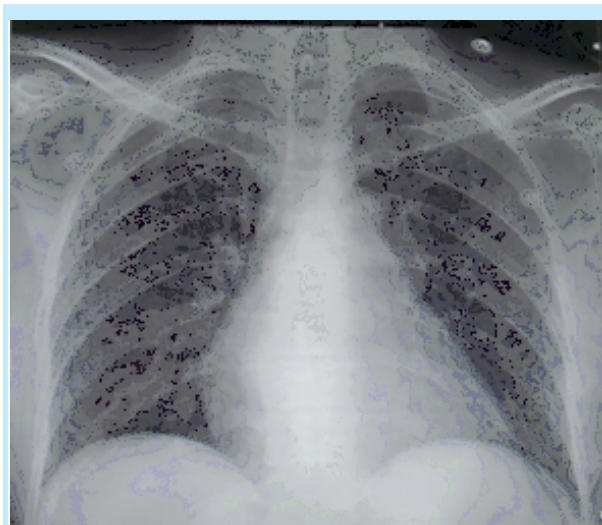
Une radiographie de thorax de face montrant une cardiomégalie avec un index cardio-thoracique à 0,53
